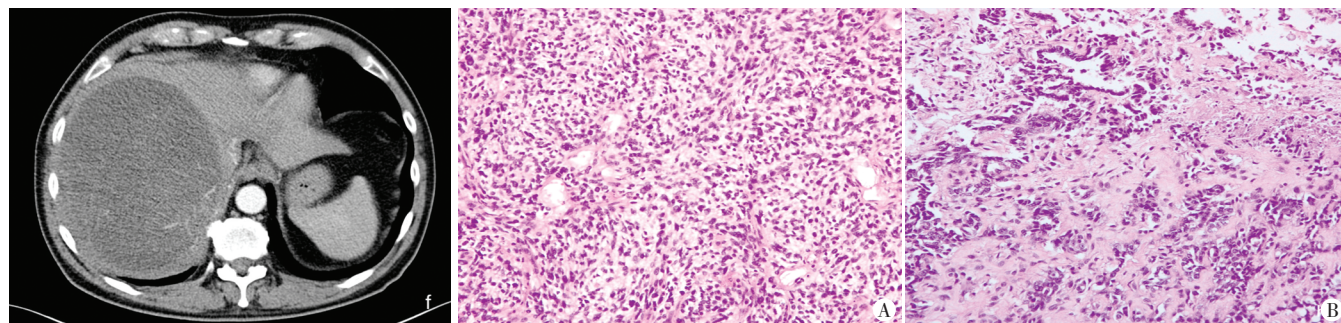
增强 CT 示动脉晚期于团块内可见迂曲血管影
